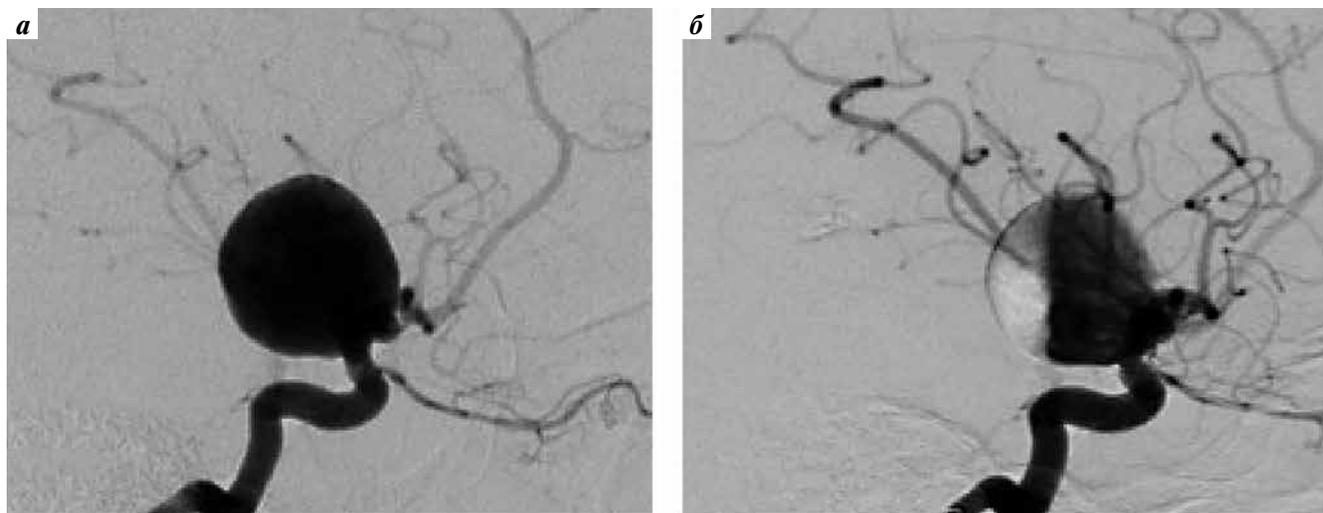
Церебральная рентгеновская ангиография пациентки Б. (боковая проекция): а — до операции. Мешотчатая аневризма супраклиноидного сегмента правой внутренней сонной артерии; б — после имплантации потокперенаправляющего стента
